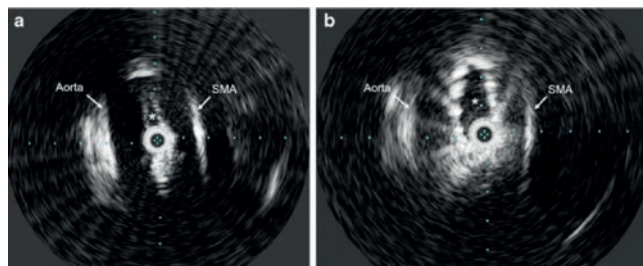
Компрессия ЛПВ у девочки 12 лет с передним СЩ: а) ВСУЗИ с датчиком в ЛПВ (звездочка) демонстрирует ее сдавление аортой и ВБА (аорта находится слева, ВБА — справа; б) ВСУЗИ после установки стента демонстрирует увеличение просвета ЛПВ (звездочка) (Cronan J.C., Hawkins C.M., Kennedy S.S. et al., 2021)
